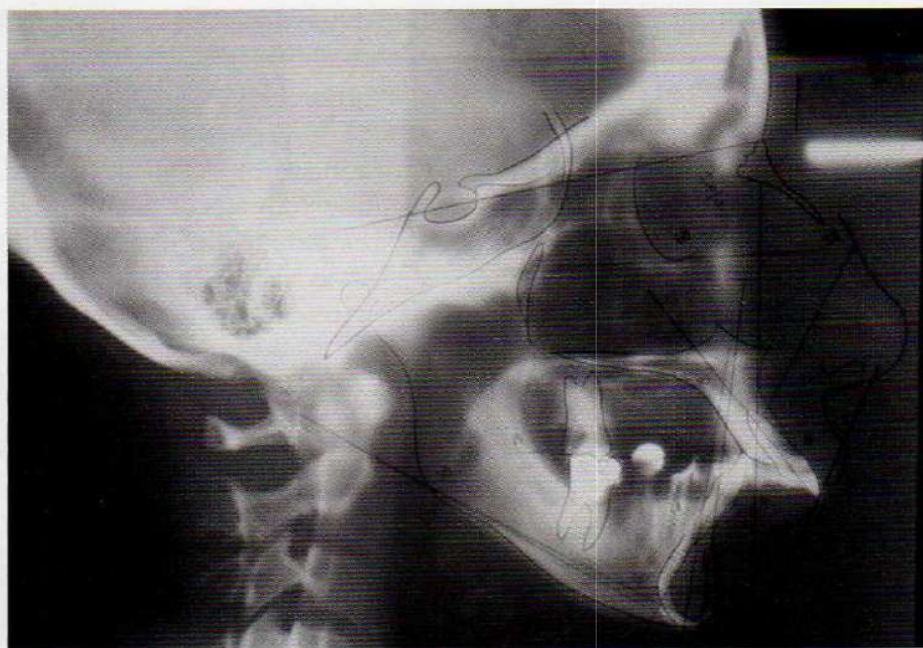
A radiografia de perfil com cefalostato permite a obtenção de um traçado cefalométrico.
